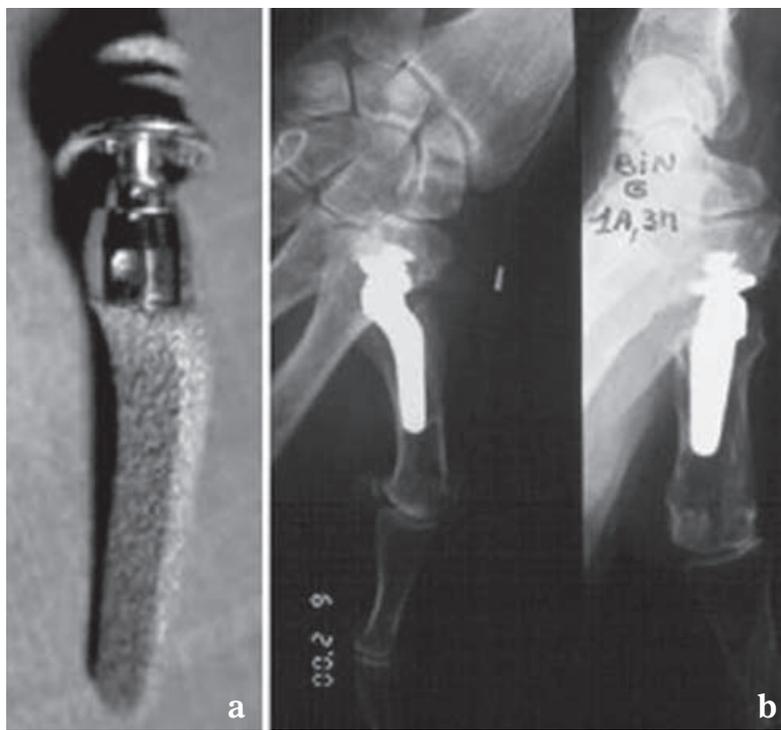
a, b : Prothèse totale sphéroïde inversée. L'implant (a) et la radiographie postopératoire (b).
